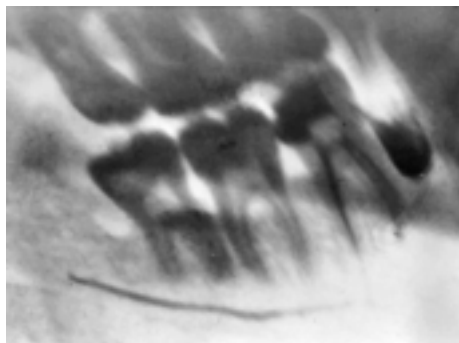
Выведение пасты в нижнечелюстной канал при пломбировании первого моляра нижней челюсти. Рентгенограмма.
